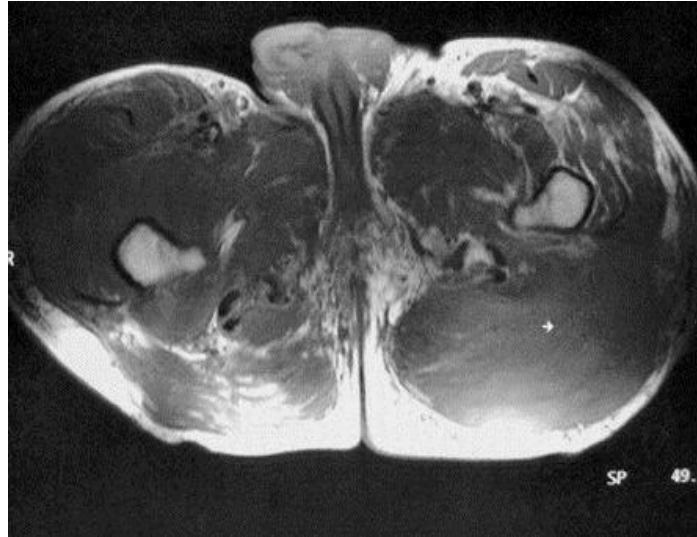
IRM musculaire de la ceinture pelvienne, coupe transversale spin écho T1 : importante augmentation de volume des masses musculaires prédominant sur les grands fessiers (flèche blanche) et la loge antérieure de la cuisse gauche.[136]
